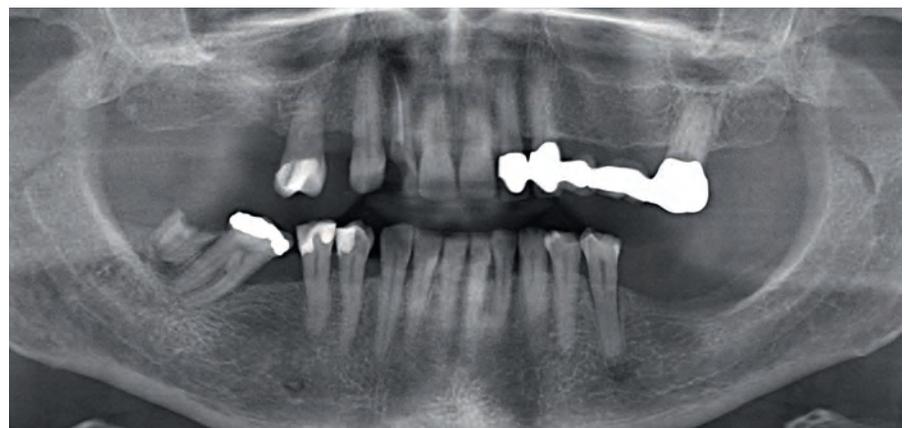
präoperatives Orthopantomogramm: konservierend und prothetisch unvollständig versorgtes Restgebiss mit einem Wurzelrest in Regio 47
